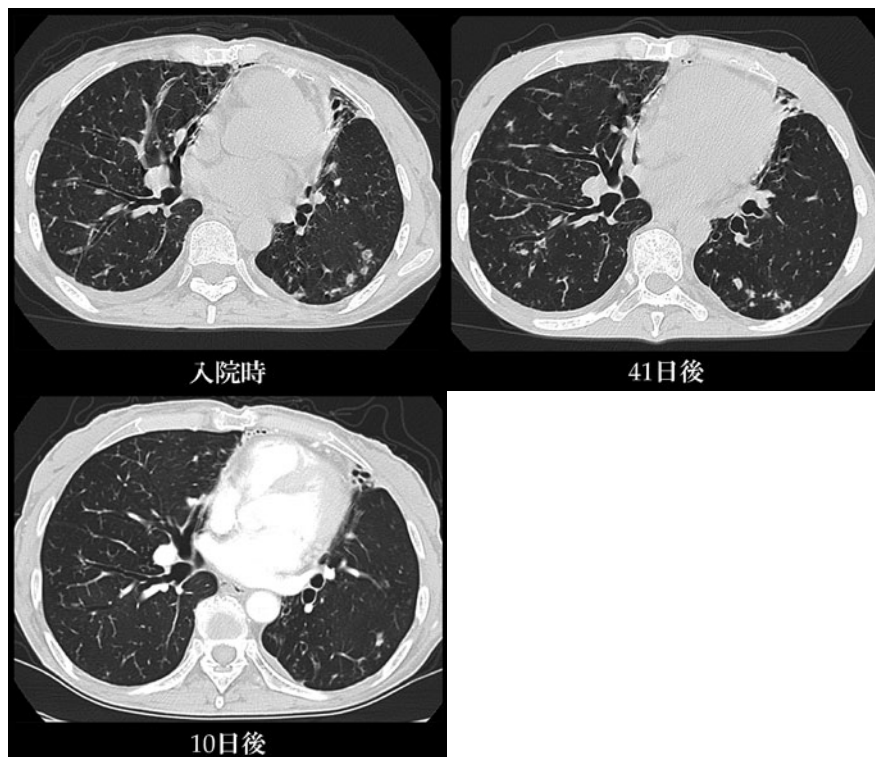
CT画像所見の推移. 入院後10日後の胸部CT所見では肺野のびまん性粒状影の消失を認め、呼吸状態も良好であった. しかし、41日後の胸部CTでは粒状影の再出現を認め、気管支拡張像も増悪傾向を認める.
